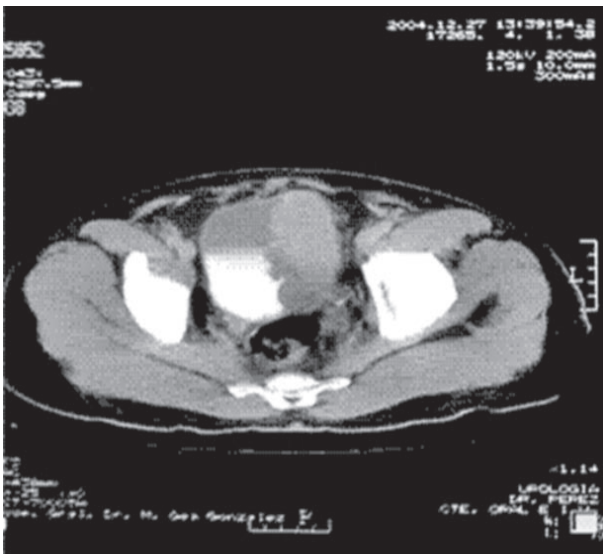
Tomografía axial computada. Se aprecia defecto de llenado vesical y masa en pared lateral izquierda.
